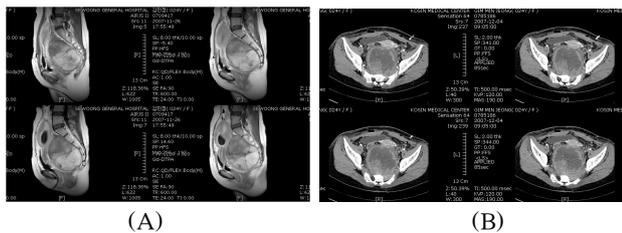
Imaging studies. MRI image shows the lesion as a heterogenous mass without invasion on the rectum (A). Axial CT shows a round, central necrosis and space occupying mass in pelvic cavity (B).
